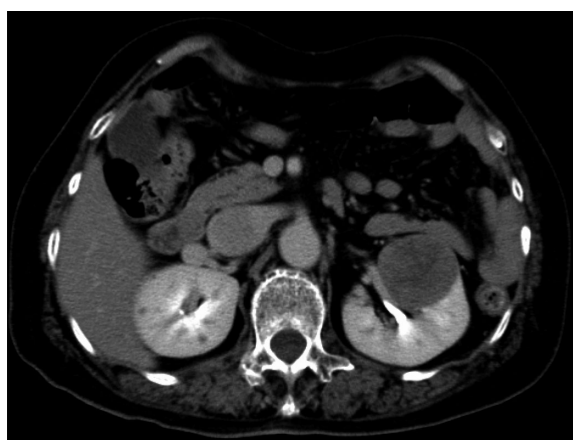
Computed tomography revealed the tumor in the left kidney that was hypovascular and had well-defined margins.
